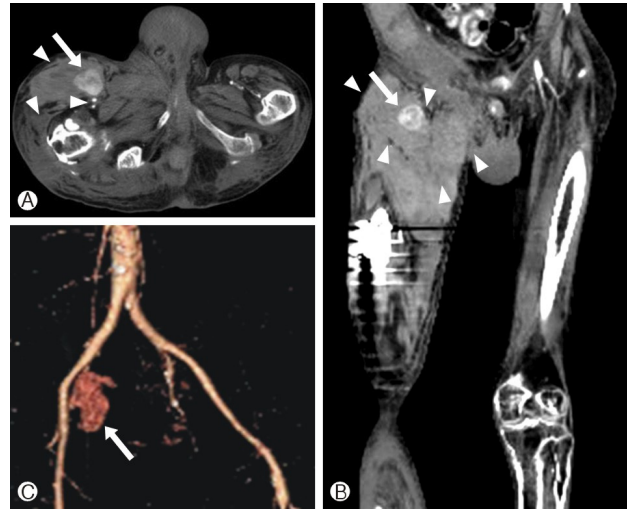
Computed tomographic angiography shows about 3.5×3 cm sized bilobulated pseudoaneurysm (arrow) at the puncture site of right femoral artery, with active contrast filling, combined with large amount of surrounding deep soft tissue hematomas (arrowhead).
